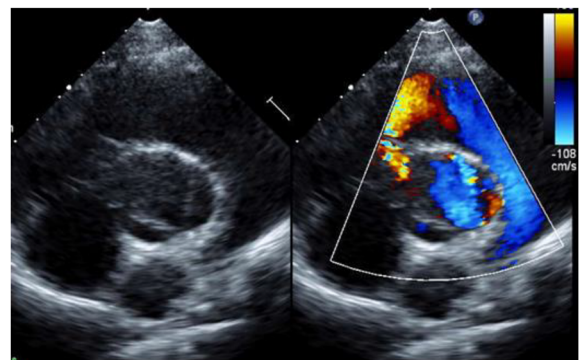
Echocardiography showed perimembranous ventricular septal defect
